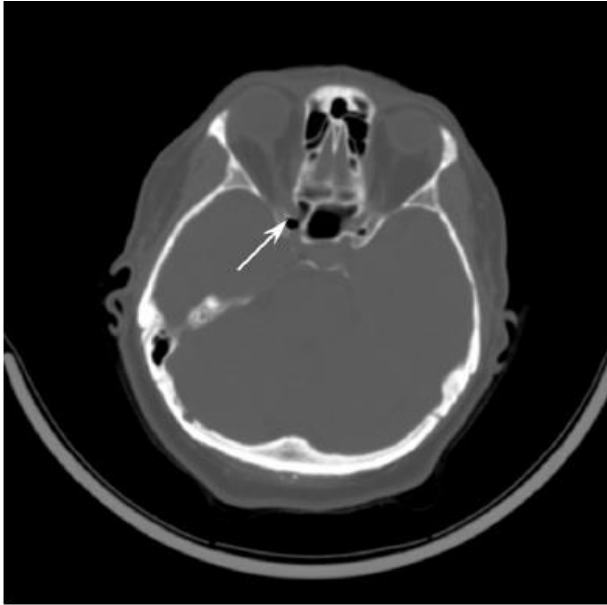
Пролабирование каналов зрительных нервов в полость клиновидной пазухи (аксиальная проекция КТ)
